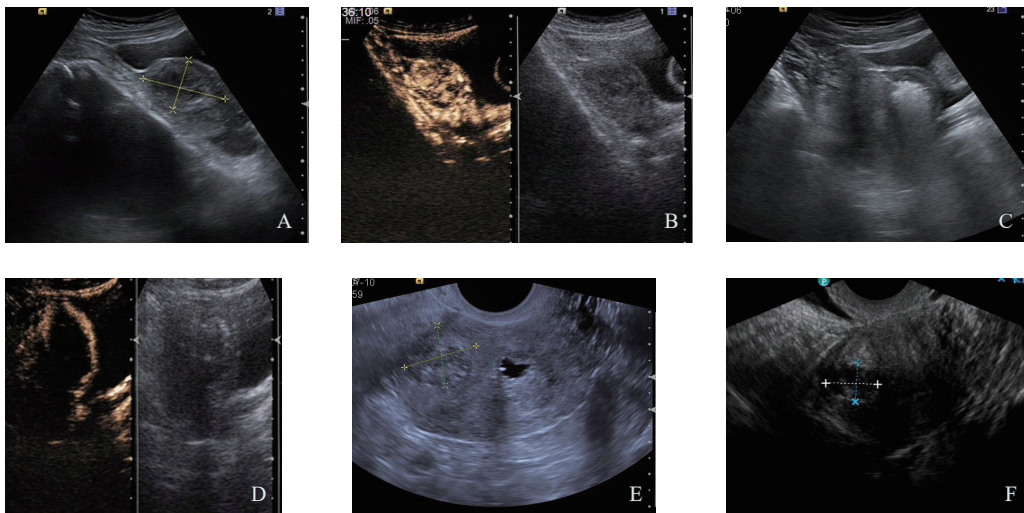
典型病例治疗前及治疗后超声声像图及超声造影图像
